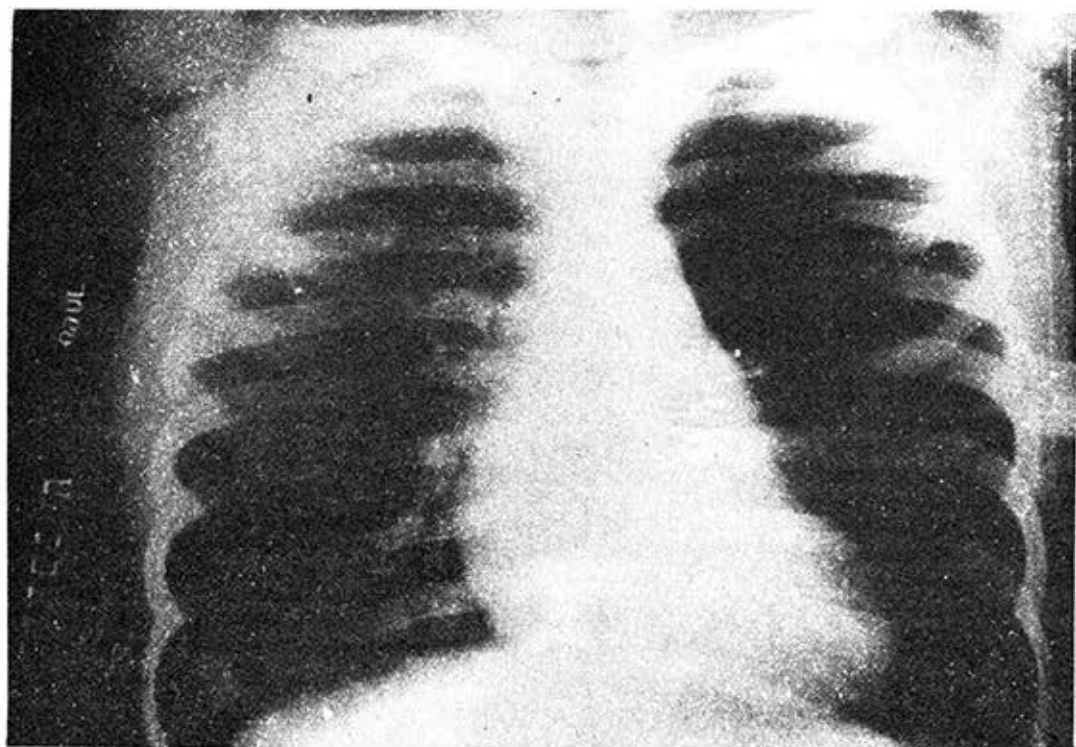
Radiografía de tórax de la paciente 1, donde se observa un aumento de la transparencia hacia el lóbulo superior izquierdo, sin desplazamiento del mediastino.
